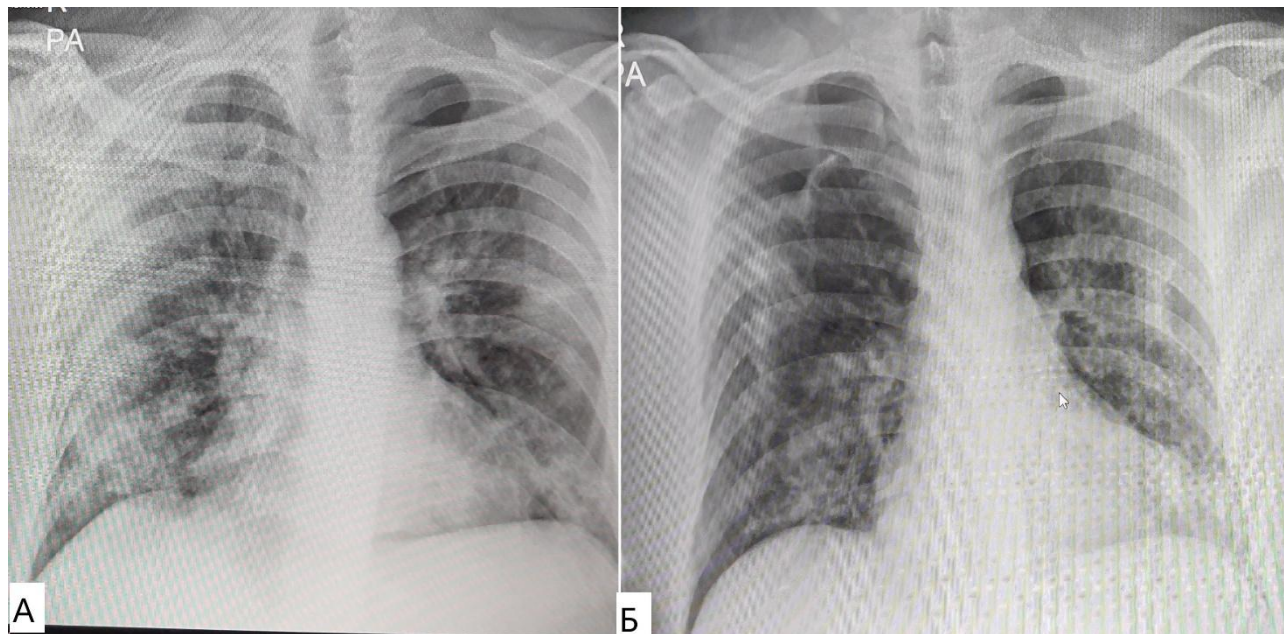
Рентгенографія органів грудної клітки пацієнта К. 44 роки з COVID-19, моніторинг з інтервалом 5 днів. Відзначається колапс правої легені з чіткою межею вісцеральної плеври та синдромом просвітлення по периферії правого легеневого поля, латеральніше межі плевральної лінії. Рентгединаміка негативна
